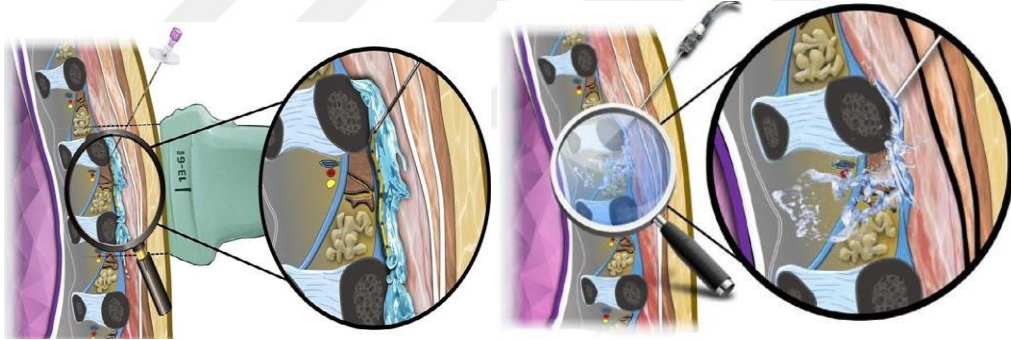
Erektör Spina Plan Bloğu Şematik ve Ultrasonografik Görüntüsü (60)(61)
